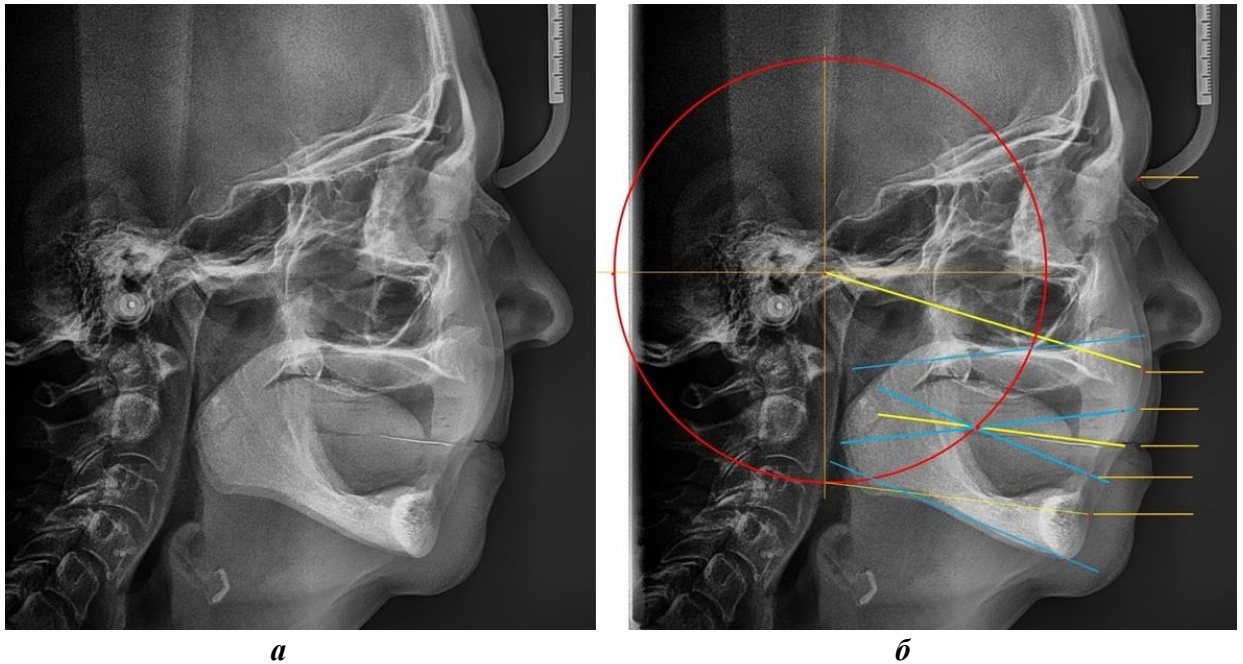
Телерентгенограмма с металлической полоской между валиками (а) и анализ снимка (б) при определении высоты прикуса и протетической плоскости
